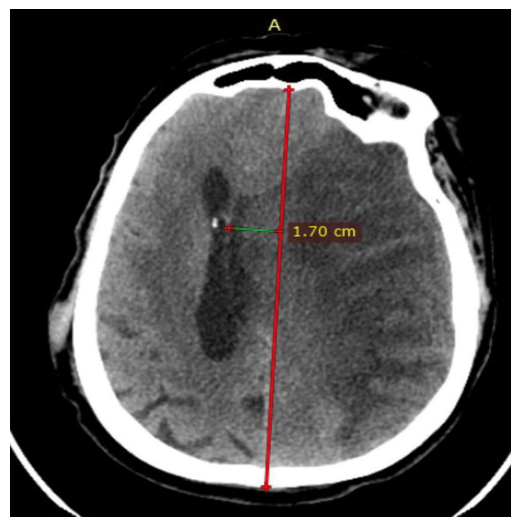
МСКТ головного мозга в динамике на 7 сутки после операции: наружный вентрикулярный дренаж удалён
